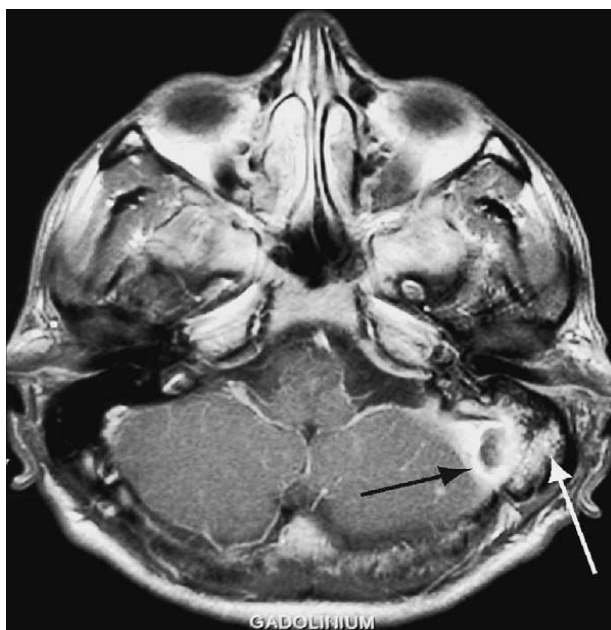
IRM cérébrale séquence T1 avec injection de gadolinium. Coupe axiale. Thrombophlébite du sinus sigmoïde (flèche noire).
